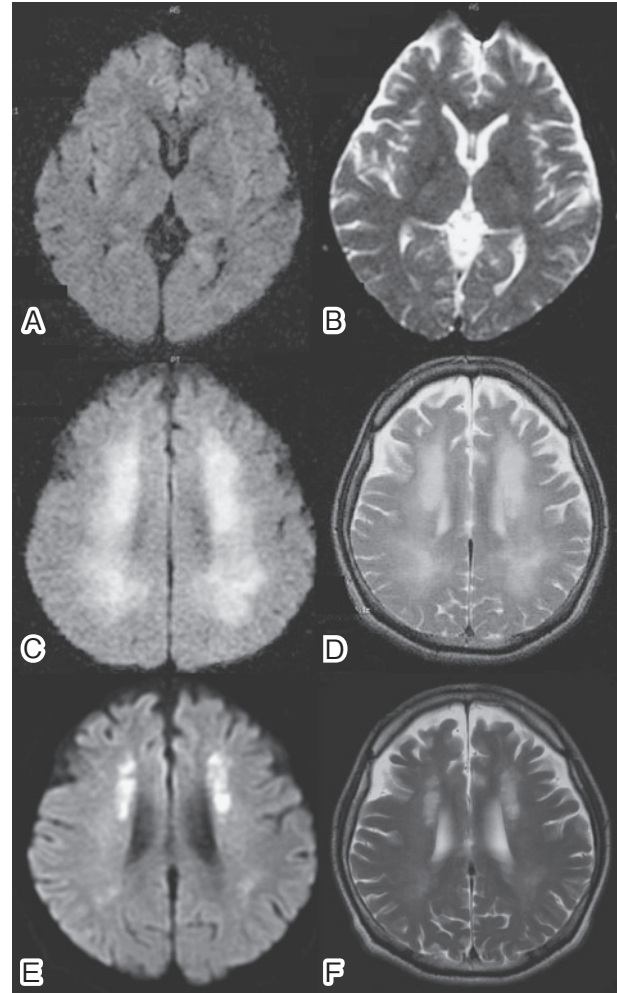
Brain MRI of case 2.
